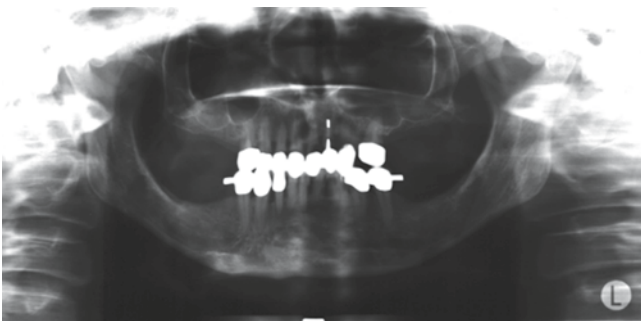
◀ Fallbeispiel 4. OPG, röntgenologische Ausgangssituation
